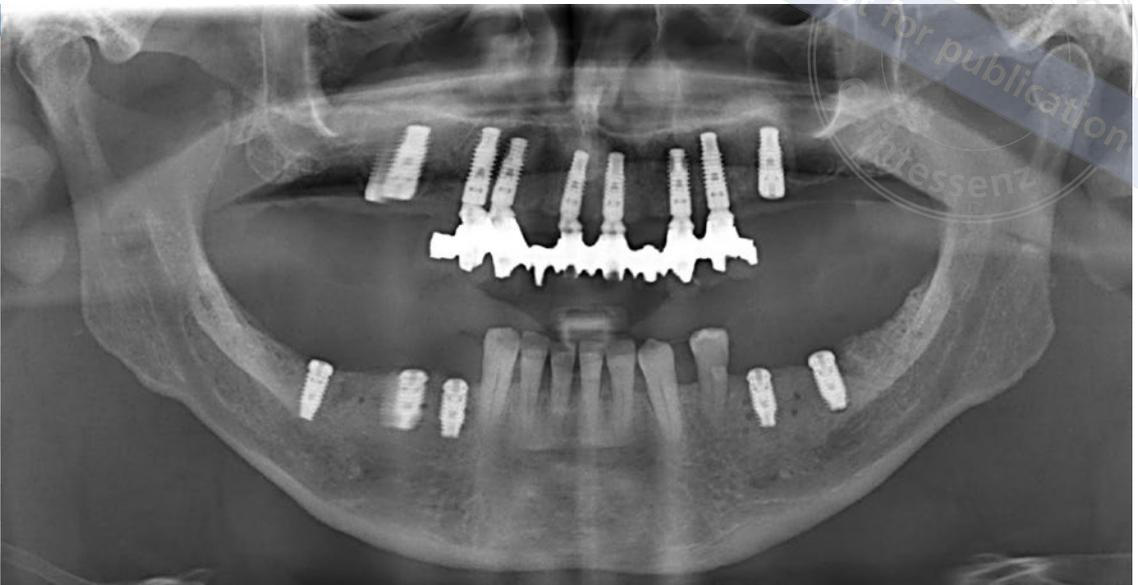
Röntgenkontrollbild nach Insertion der Implantate
